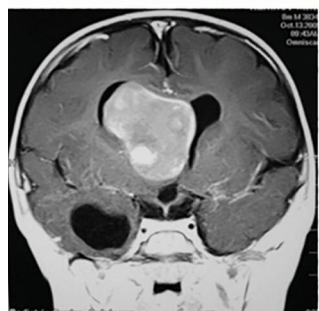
Клинически асимптомная опухоль прозрачной перегородки: вверху – слева младенец 6 мес, справа – нейросонограмма, внизу – динамика МРТ.
